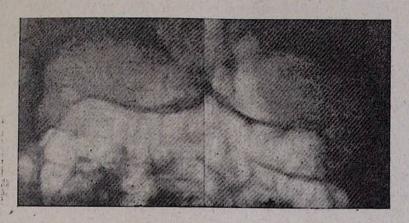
Рентгенограмма соотношения отверстий каналов зрительного нерва овальной и круглой форм, произведенная в проекции по Реезе.
